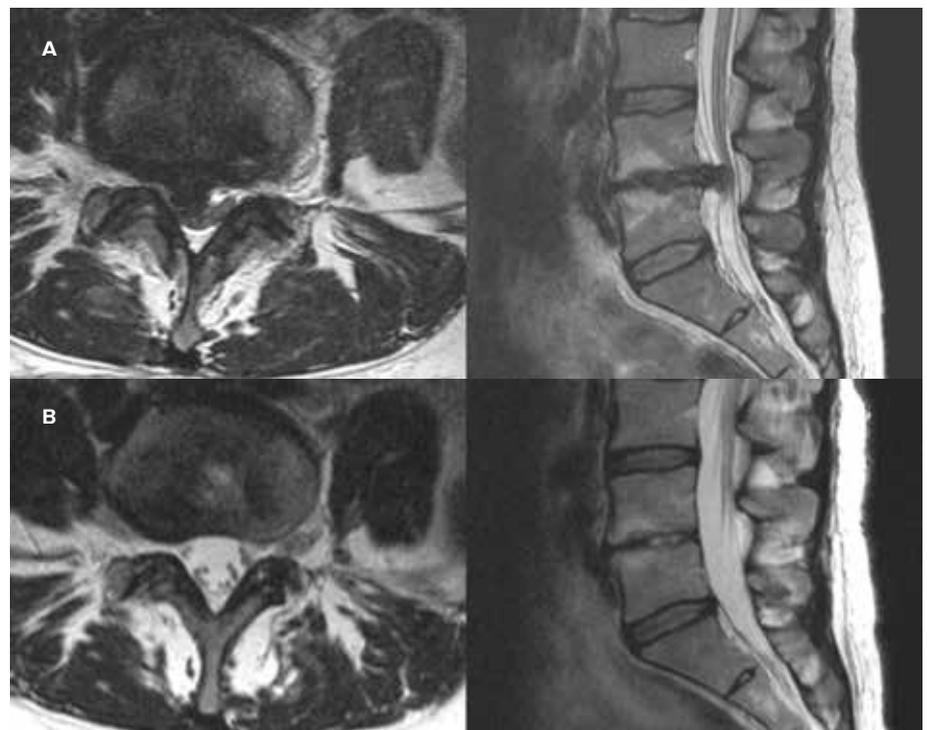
MRT vor (A) und nach der endoskopischen Operation (B)
